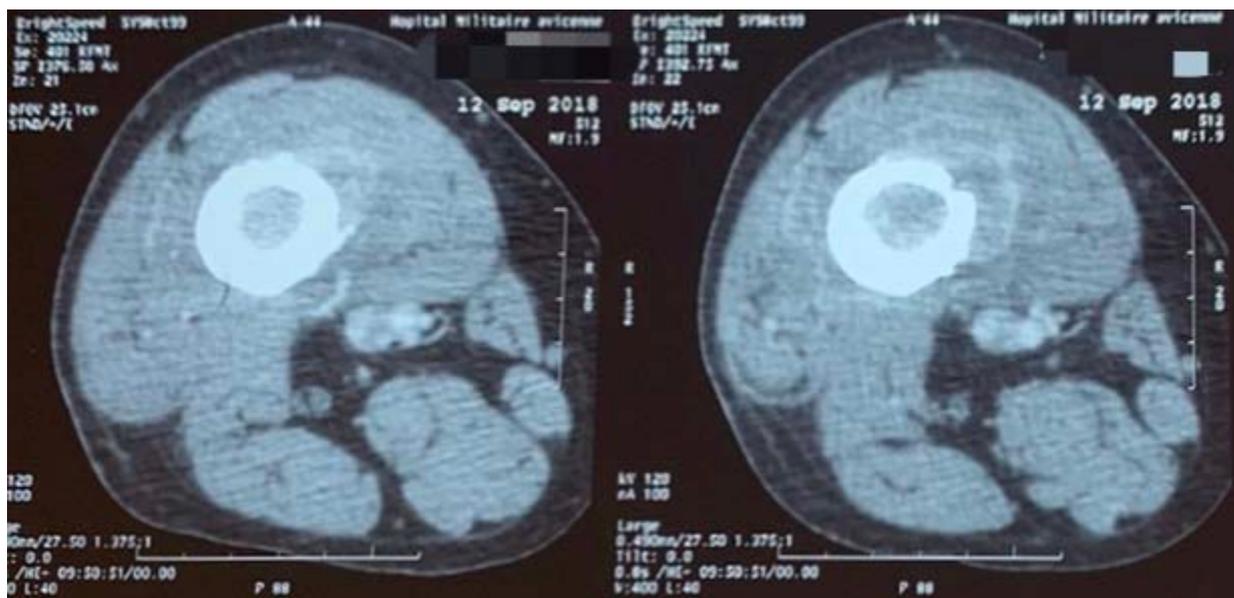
TDM du fémur et genou droits C+ :
